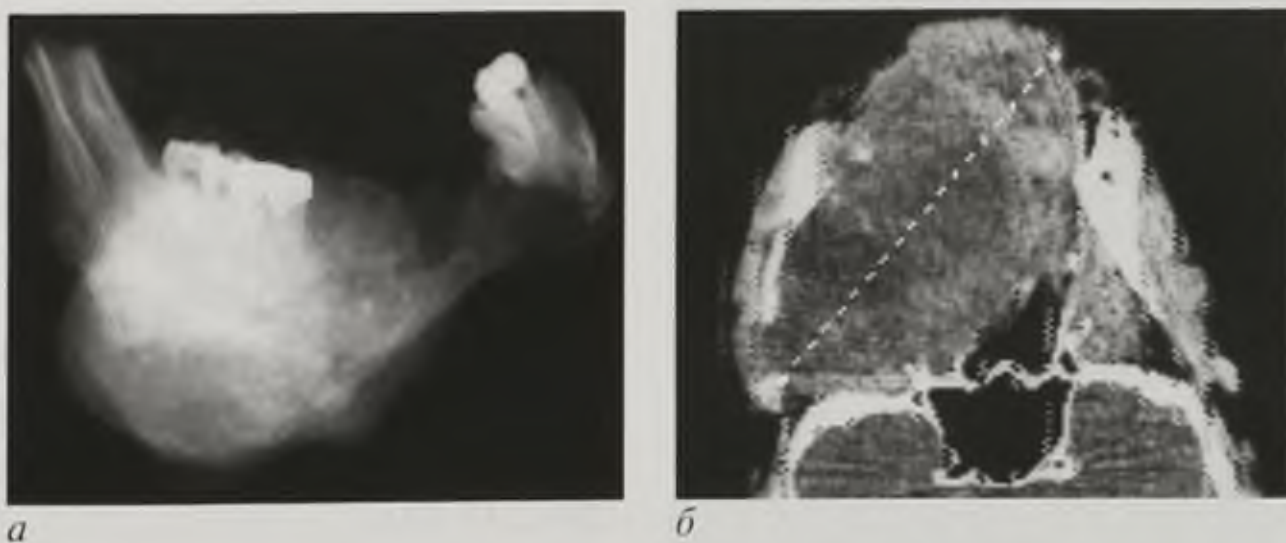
Злокачественная опухоль: а — нижней челюсти, рентгенограмма; б — мягкого неба с поражением верхней челюсти, компьютерная томограмма
